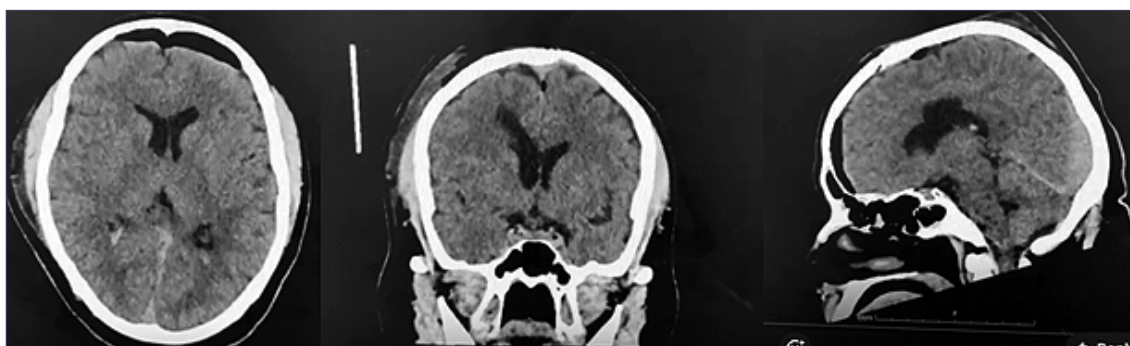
Imágenes de tomografía control postoperatorio en cortes axiales y reconstrucciones en los planos coronal y sagital, donde se corrobora la completa resección tumoral sin daño estructural anatómico.
